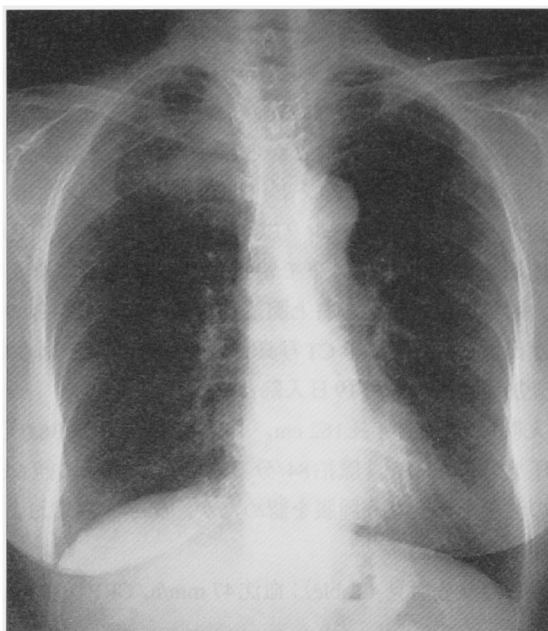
Chest X-ray film on initial examination shows opacification in the right upper lung field.
